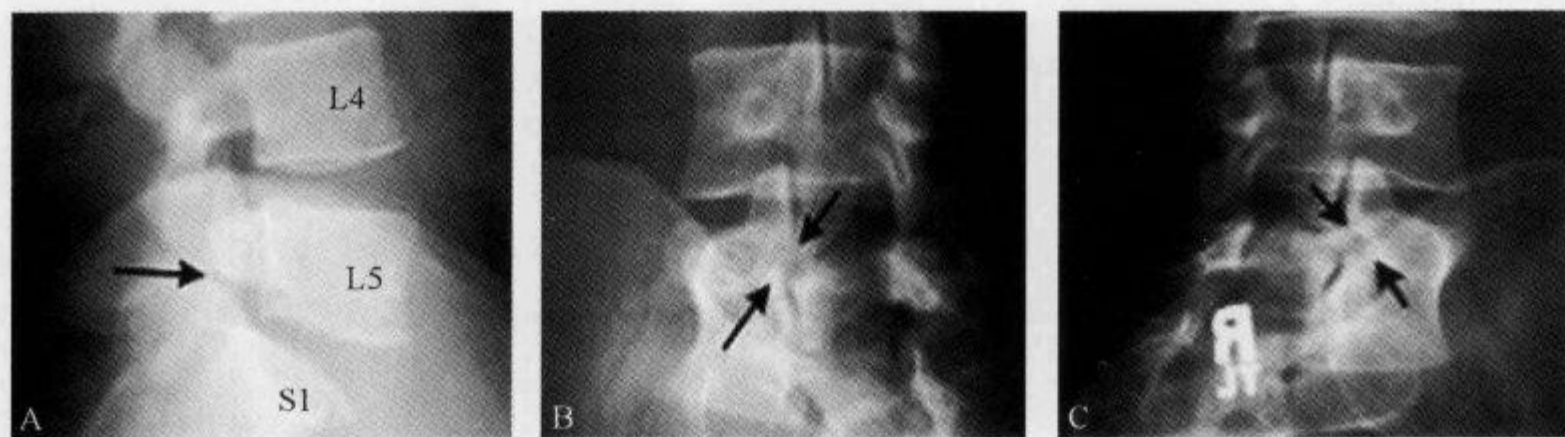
L₅ 双侧椎弓崩裂, 腰椎 X 线平片示“狗戴项圈征”
